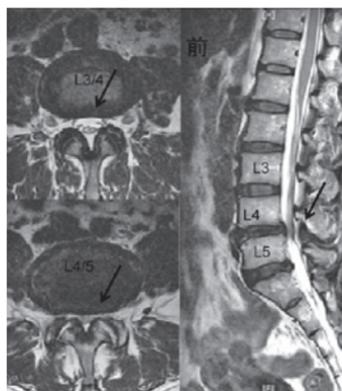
MRI画像。L3は第3腰椎を表します。L3とL4の部分の横断像がL3/4で、L4とL5の部分の横断像がL4/5です。すべりがあるL4/5では脊柱管(横断像で矢印の部分)が非常に狭くなっています。
